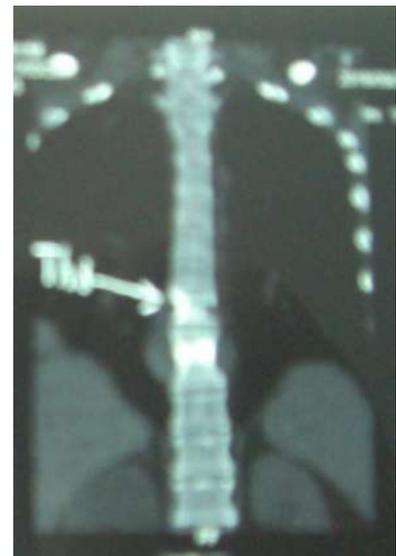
КТ п-а Th 8-9 б-го Г., 30 л.
